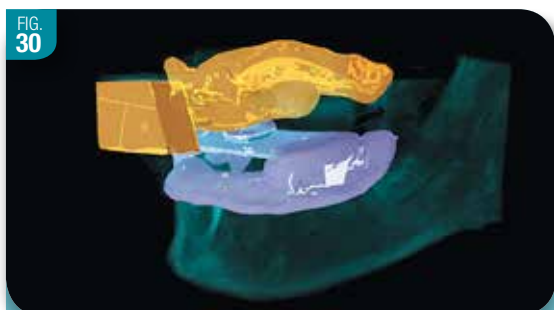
Acquisition volumétrique Cone Beam avec le guide radiologique R2Stent en place. Le repère radiopaque frontal permet de superposer sur l'interface du logiciel de planification R2 Gate deux images de nature différentes: le volume osseux en DICOM et le modèle d'étude numérisé en STL
